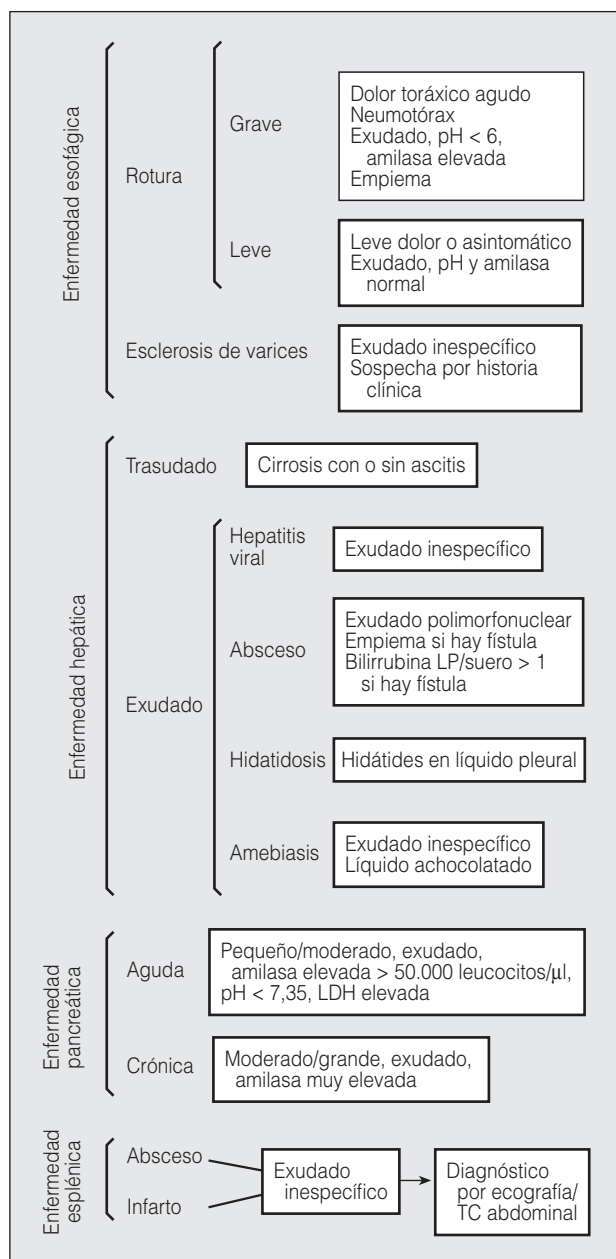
Enfermedades digestivas que causan derrame pleural. LP: líquido pleural; LDH: lactodeshidrogenasa; TC: tomografía computarizada.
